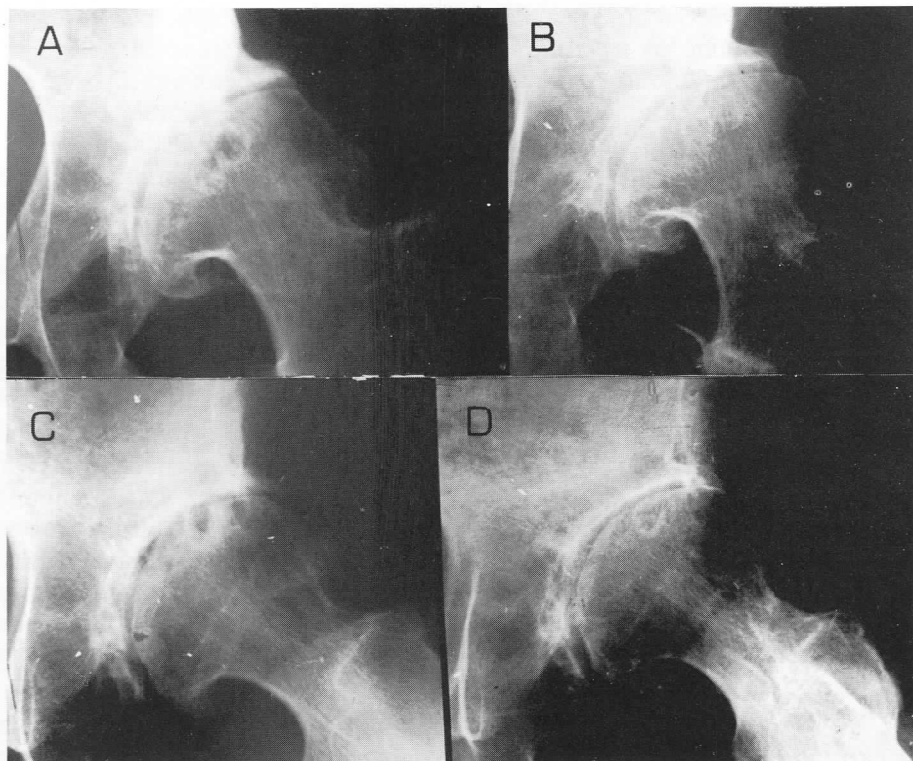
R. G. P., mujer, cincuenta y dos años. En las radiografías preoperatorias se observan los quistes subcondrales de la cabeza en las proyecciones de frente (A) y axil (C). Al cabo de seis años se han reosificado y no son visibles en las proyecciones de frente (B) y axil (D).
